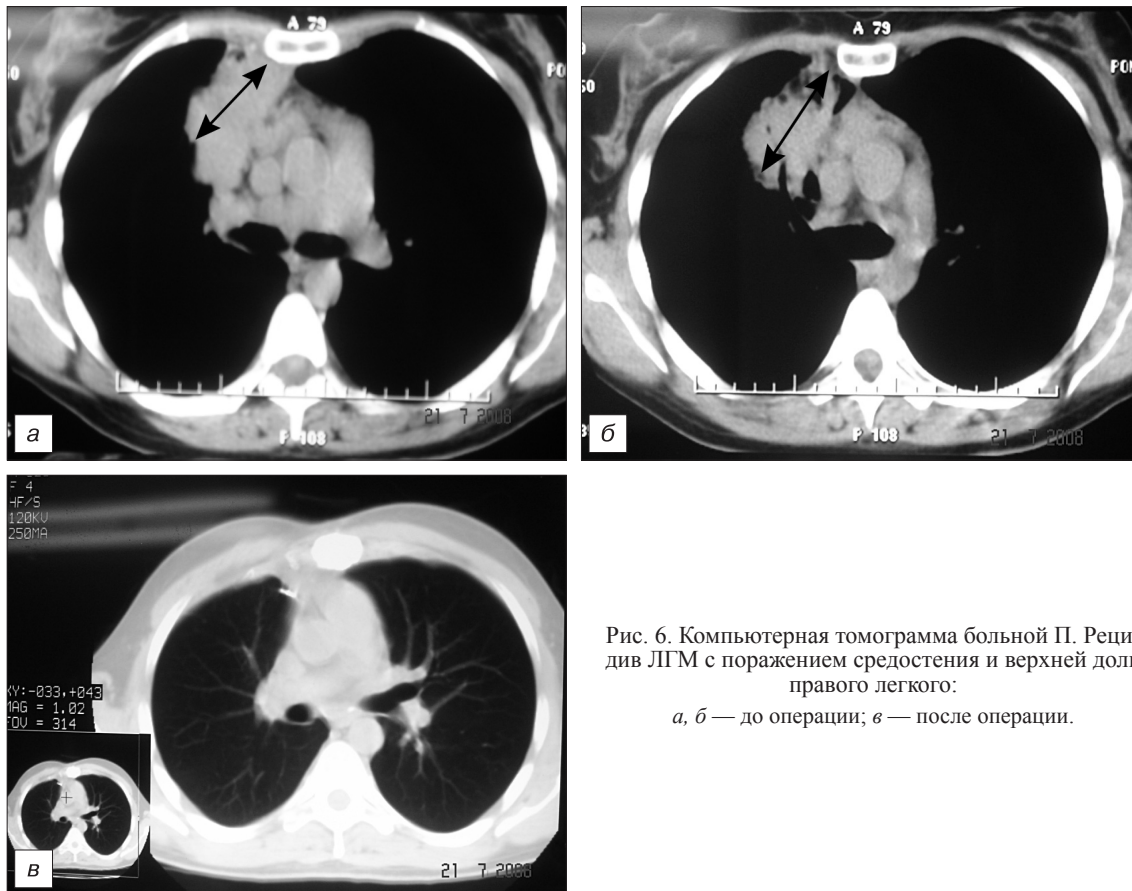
Компьютерная томограмма больной П. Рецидив ЛГМ с поражением средостения и верхней доли правого легкого:
